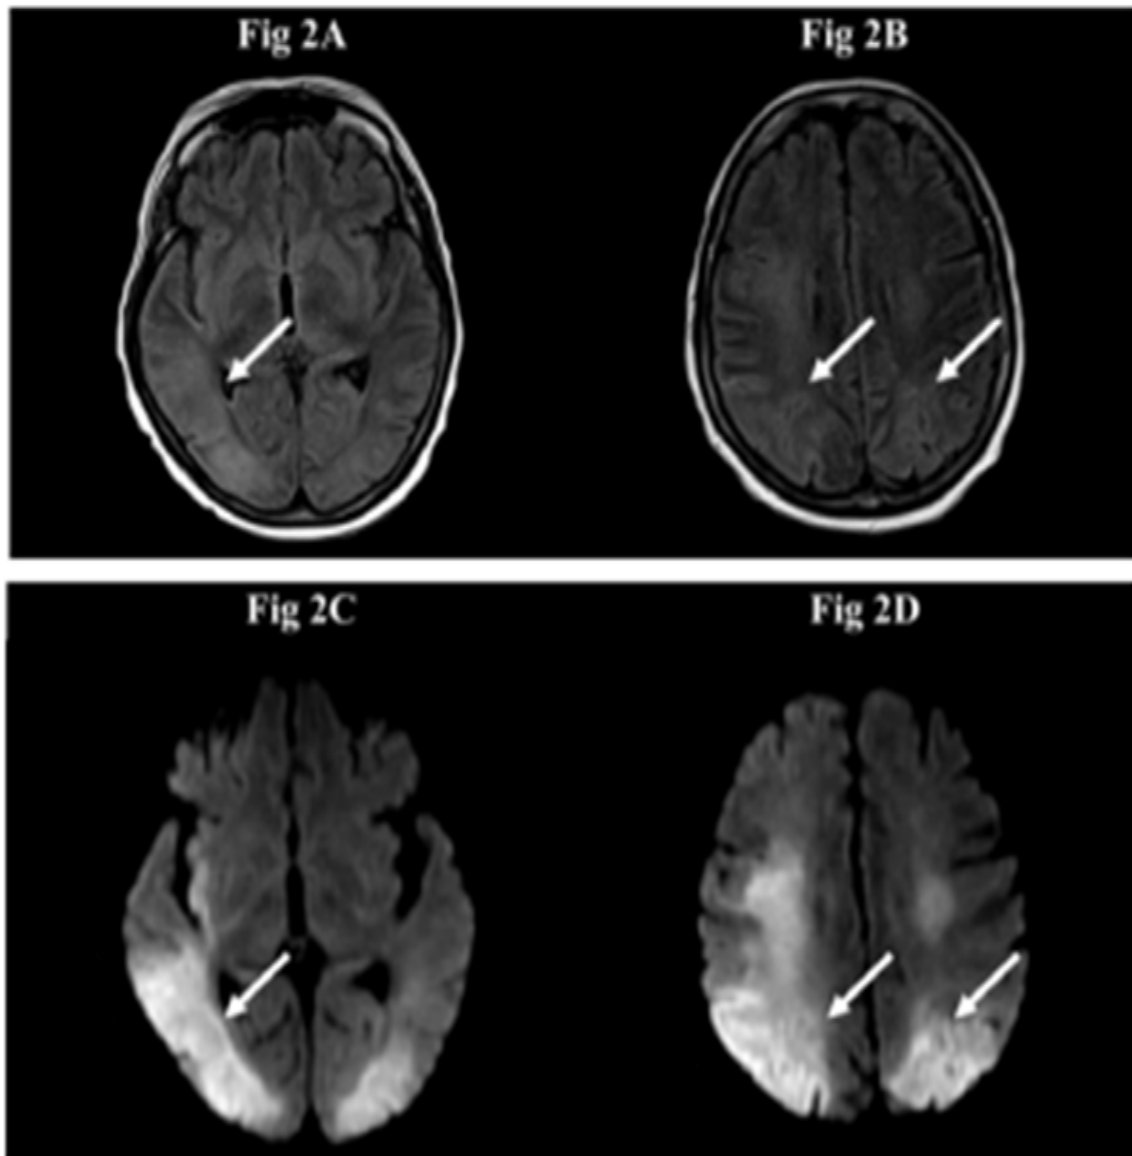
Séquences d'imagerie par résonance magnétique et séquence d'angiographie par résonance magnétique chez une patiente de 64 ans, traitée par 5-fluoro-uracile pour un cancer épidermoïde du col utérin. Les séquences présentées montrent un accident vasculaire cérébral ischémique pariéto-occipital bilatéral prédominant à droite, par mécanisme de vasoconstriction cérébral, en rapport avec l'administration de la chimiothérapie par 5-fluoro-uracile. 2A et 2B : (séquences fluid-attenuated inversion recovery [FLAIR]) montrent un hypersignal pariéto-occipital bilatéral prédominant à droite. 2C et 2D : (séquences en diffusion) montrent un hypersignal pariéto-occipital bilatéral prédominant à droite
